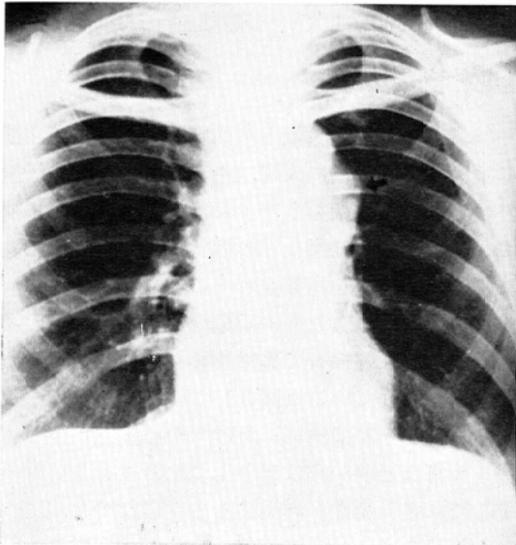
Roentgenogram of the chest shows a prominent bump (arrow) in the wall of the descending aorta.
